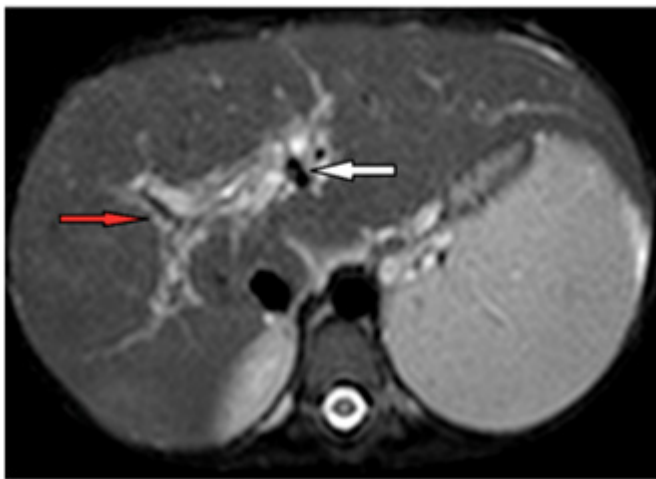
bili-IRM (observation n°2) montrant une dilatation diffuse et irrégulière des voies biliaires intrahépatiques (flèches blanches) qui sont par ailleurs épaissies par une infiltration inflammatoire (flèches rouges).
